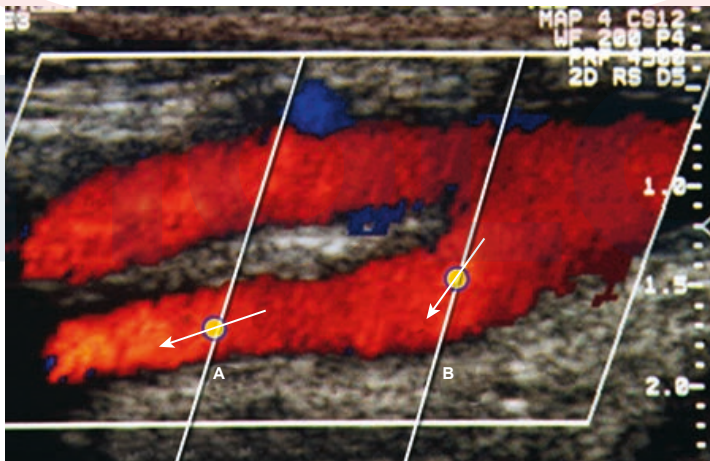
Doppler a color. Cada pixel de color en una imagen Doppler a color representa el cambio de frecuencia en ese punto, y no puede usarse para estimar la velocidad. Aun cuando los puntos A y B tienen valores de color similares y, por lo tanto, frecuencias Doppler similares, la velocidad en A es mucho más alta que en B debido al ángulo Doppler más grande en A, en comparación con el de B. La velocidad representada por una frecuencia Doppler dada se incrementa en proporción al ángulo Doppler.
